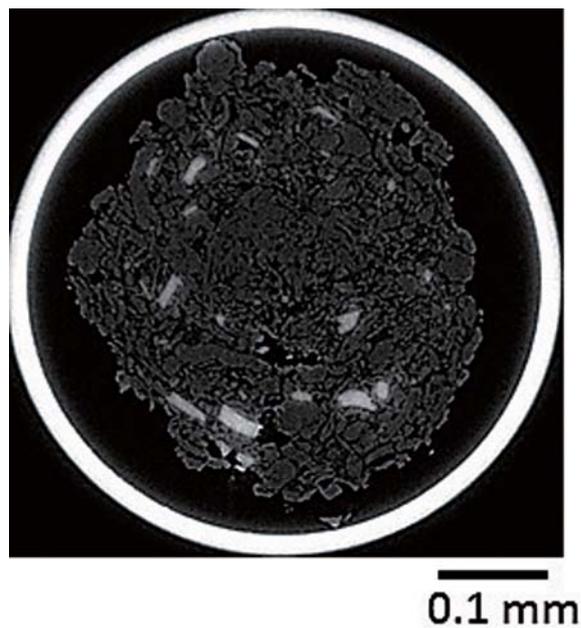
薬剤顆粒体のCT像。X線エネルギー15 keV。
